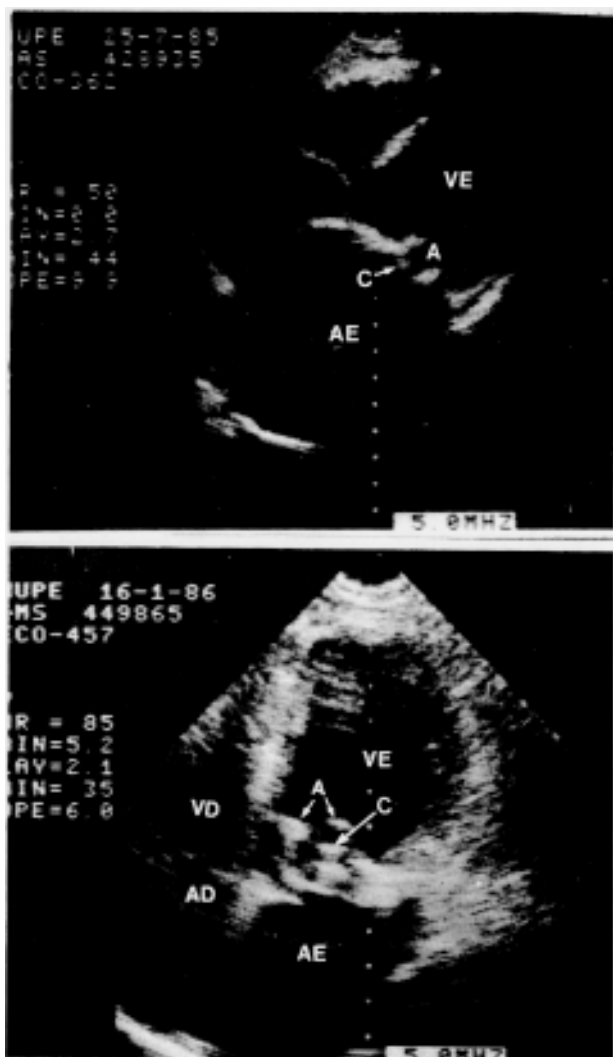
Ecocardiogramas de 2 próteses com calcificação dos folhetos. Foto A—visão subxifóide. Foto B—visão de 4 câmaras. VE—Ventrículo esquerdo; AE—Átrio esquerdo; VD—Ventrículo direito; AD—Átrio direito; A—Arcabouço; C—Cúspide.
